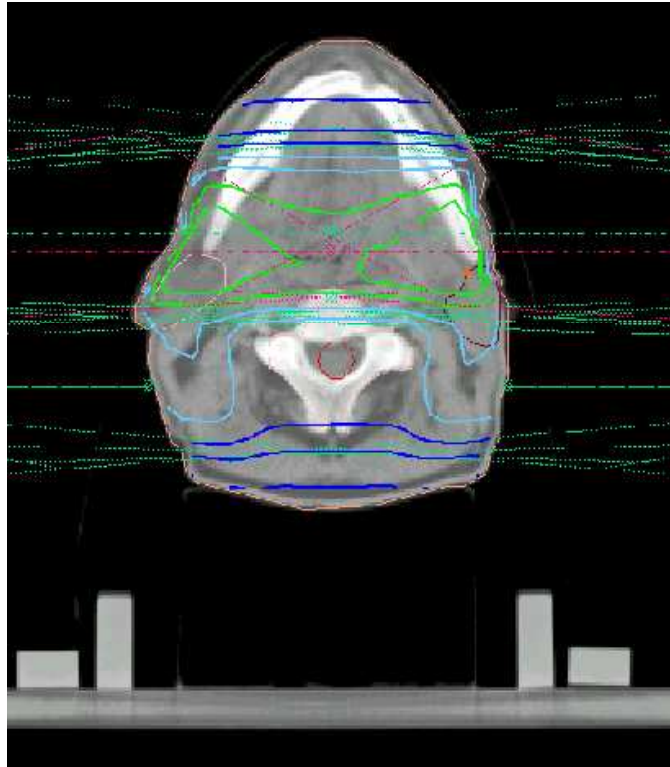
Parallelfelder bei der Bestrahlung eines Kopf - Hals - Tumors. CT - Schnitt in Höhe der Mandibula. Grün: 100- und 95%-Isodosen, türkis: 70- und 60%-Isodosen, dunkelblau: 50-, 30- und 10%-Isodosen
